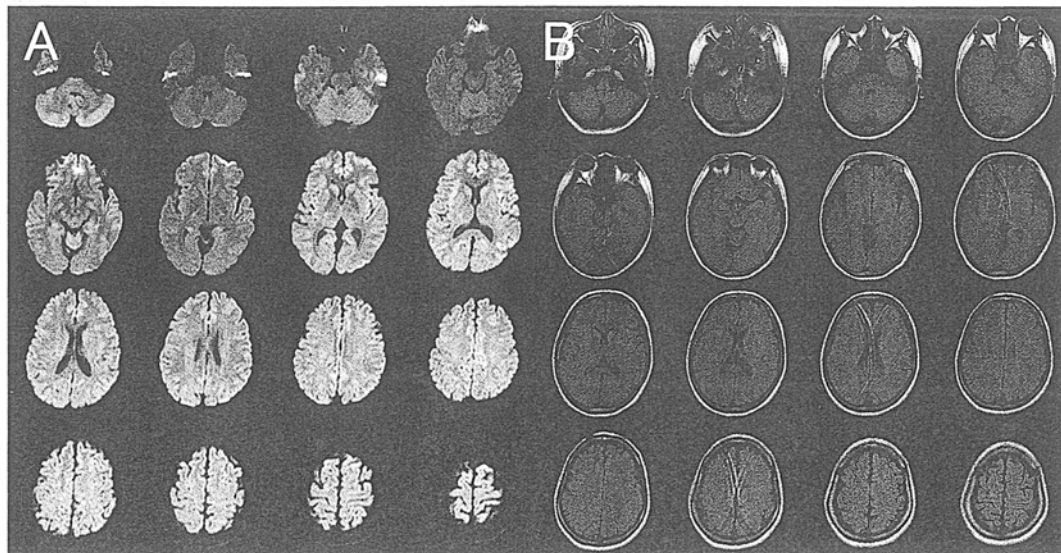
入院時MRI (A: 拡散強調画像, B: FLAIR 画像)
